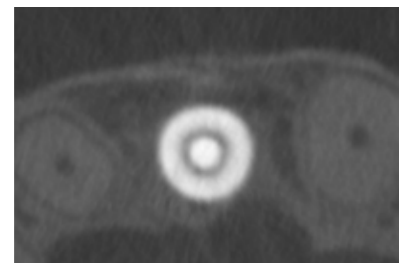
КТ-срез в горизонтальной плоскости: вестибулярная костная стенка интактная; имплантат установлен в идеальном положении с небольшим небным смещением, что оставило необходимое пространство для регенерации вестибулярной кости.
